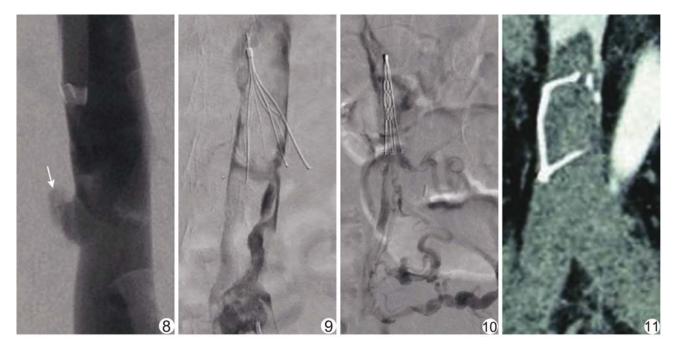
患者男,64岁,IVC 破损 取出 IVCF 后 DSA 示 IVC 局部对比剂外渗(箭),考虑 IVC 破损 图 8 患者男,73岁,IVC 狭窄 IVC 造影示大量充盈缺损,考虑血栓形成导致 IVC 重度狭窄 图 10 患者男,71岁,IVC 闭塞 IVC 造影示 IVC 闭塞,对比剂经侧支循环回流,考虑血栓形成导致 IVC 闭塞 图 11 患者女,57岁,IVC 闭塞 CT 增强扫描静脉期示下腔静脉及 IVCF 内大量血栓形成
